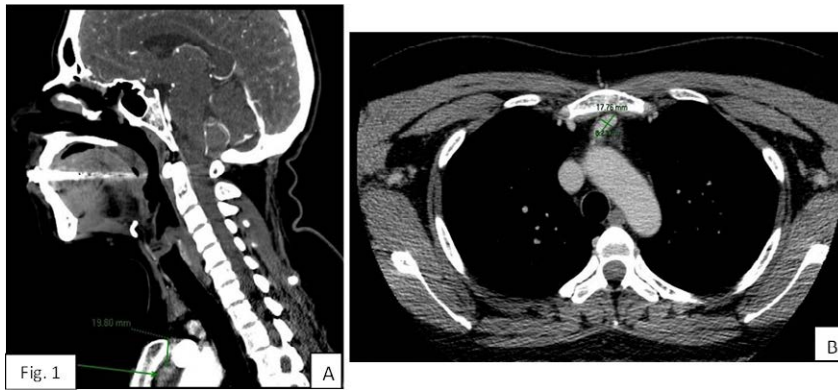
Tomografía computarizada. Panel A: Corte sagital en donde se observa adenoma paratiroideo ectópico a 2 cm de la escotadura esternal. Panel B: Corte axial en donde se identifica imagen nodular, ovalada, con bordes bien definidos.
